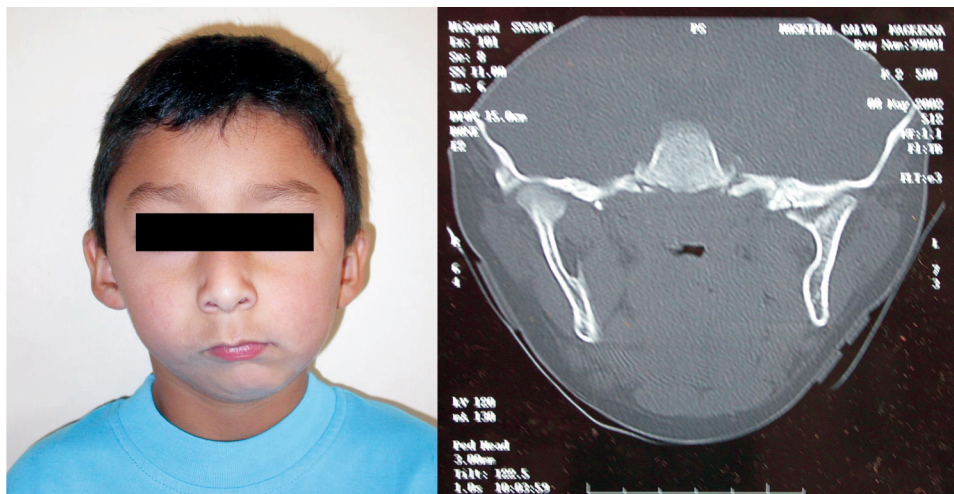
Paciente con secuela de tratamiento de fractura de ATM. Se observa la asimetría facial, con desviación del mentón hacia el lado izquierdo del paciente y falta de desarrollo mandibular. En el TAC se observa la anquilosis de la ATM izquierda.
